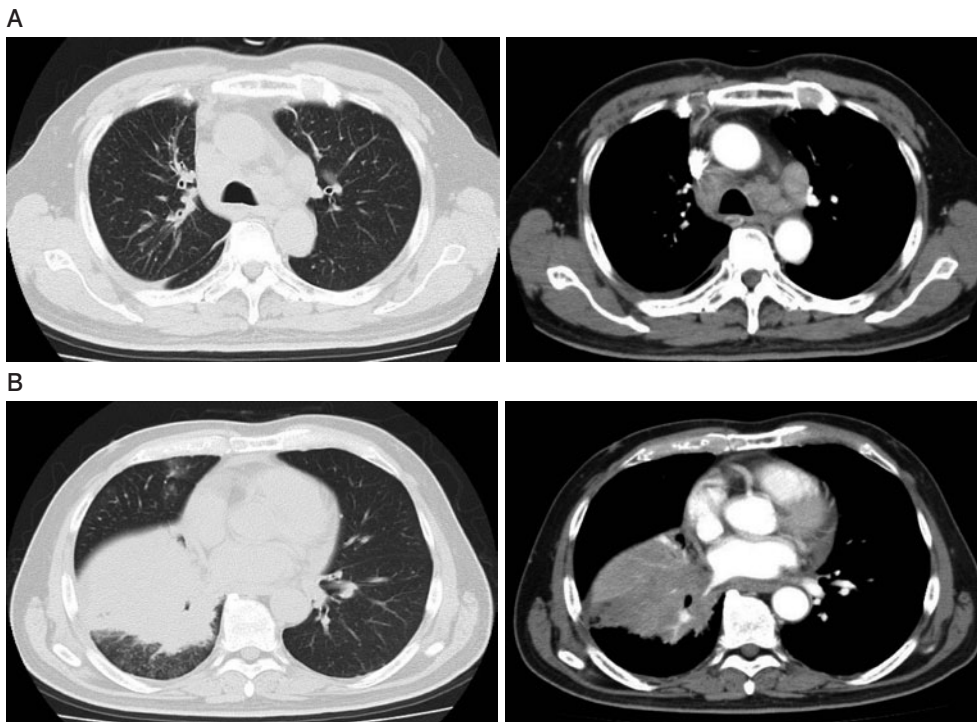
(A, B) Enhanced chest CT on admission showed a mass lesion (55 × 40 mm) in the right-lower lobe associated with atelectasis of the right-middle and lower lobes with paratracheal lymph nodes enlargement.
